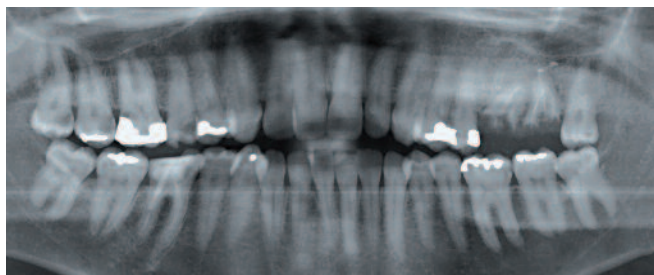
Cas clinique n° 1 : radiographie panoramique préopératoire. Patiente âgée de 33 ans qui vient consulter pour une douleur au secteur molaire droit ainsi que pour de nombreuses dents fracturées qui génèrent une gêne esthétique et fonctionnelle.
